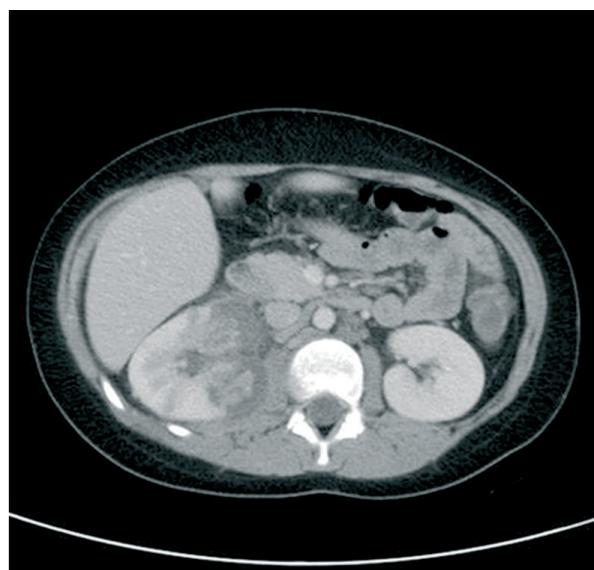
TC renal (4º dia de internamento) - Globosidade do rim direito, com áreas de hipocaptção de contraste, abrangendo o terço médio e inferior da vertente interna do rim. Densificação da gordura perirrenal e espessamento da fásia pararenal direita.
